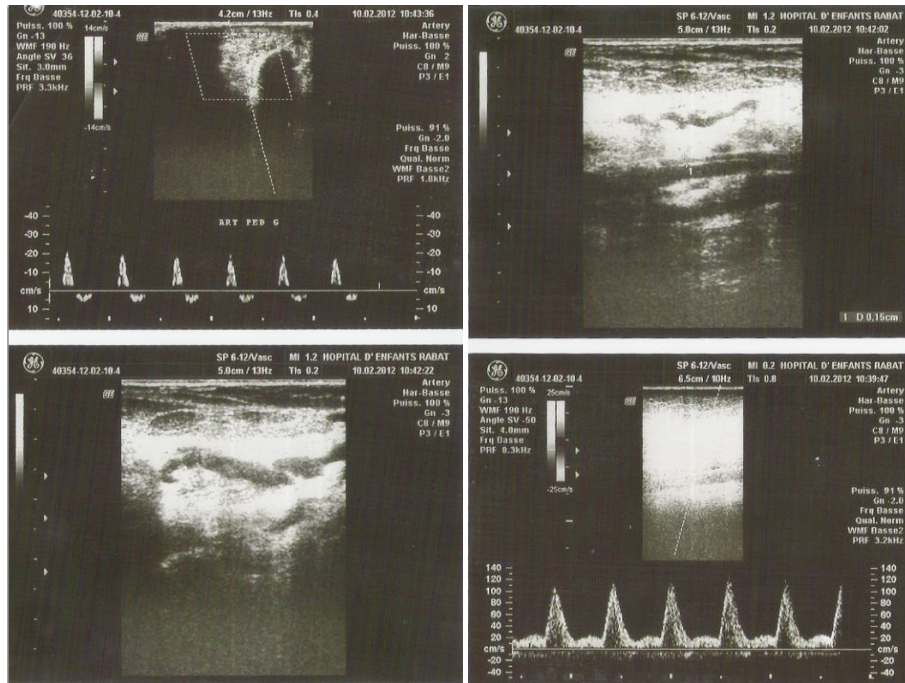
Echo-Doppler du membre inférieur gauche.
